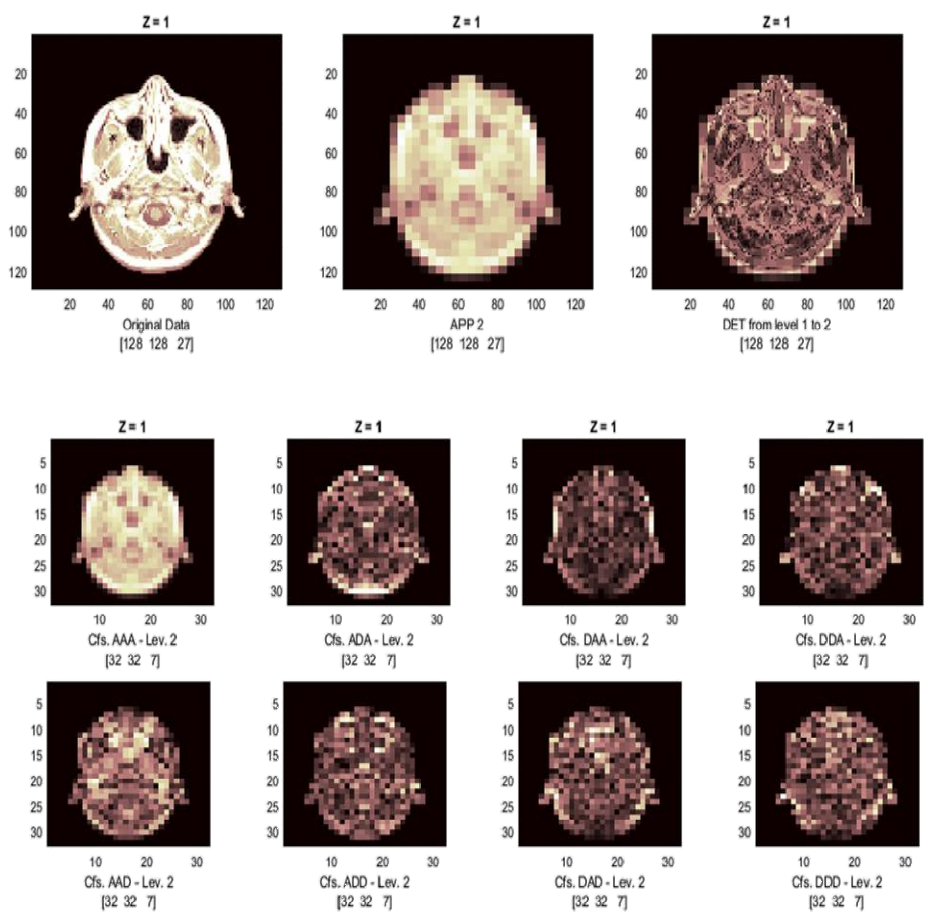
Приклад вейвлет-розкладу до 2го рівня для томограми мозку
